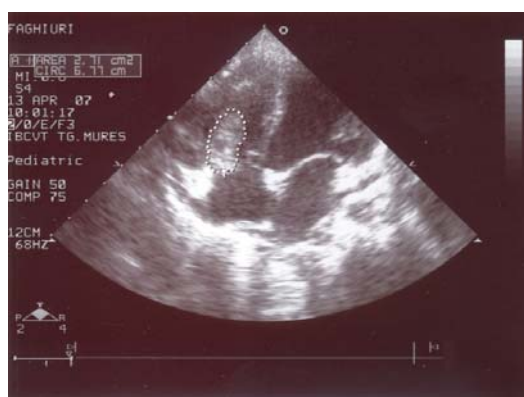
Apical 4C-vegetație la nivelul valvei tricuspide
